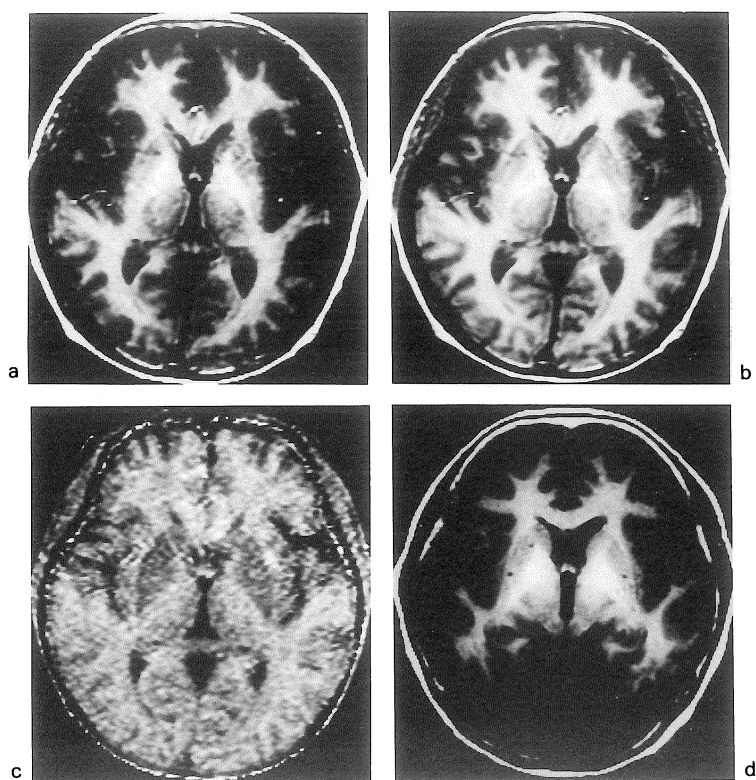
MR images of basal ganglia in hepatocellular carcinoma patients.
